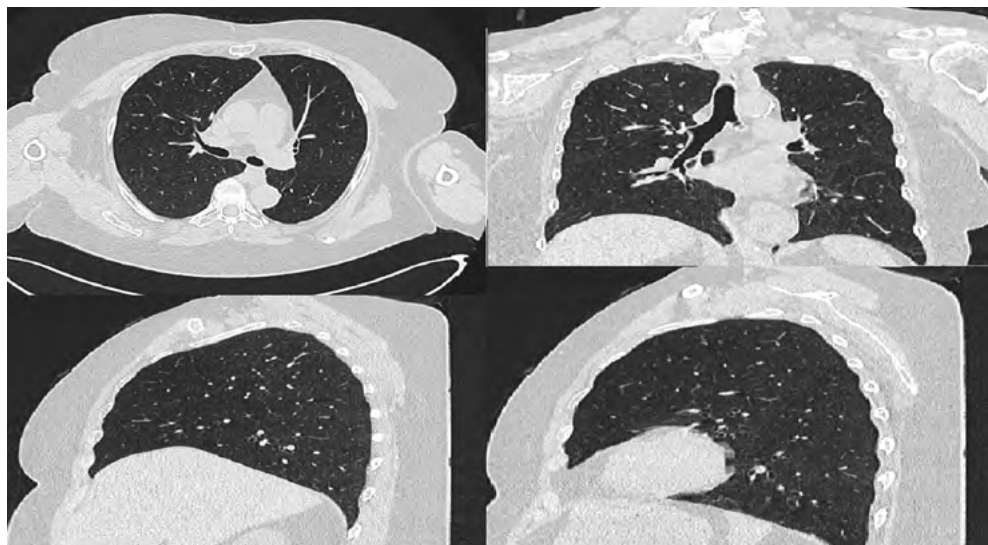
Контрольная спиральная компьютерная томография органов грудной клетки пациентки М., 37 лет, через 10 лет после операции
